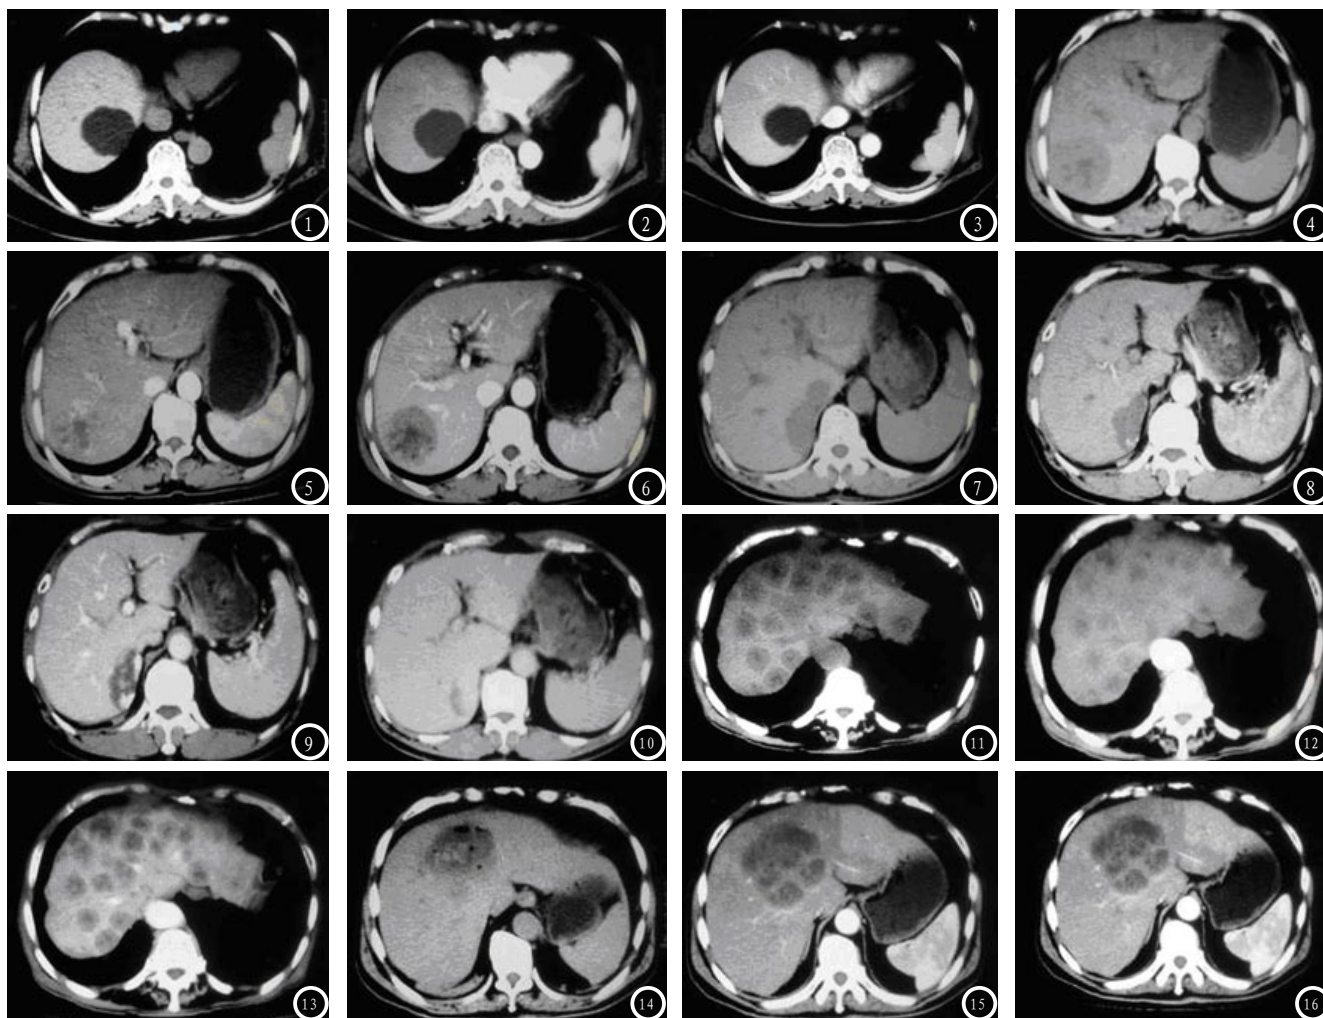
是肝囊肿，CT平扫呈类圆形低密度影，增强扫描各期均无强化。图1是平扫，图2是增强动脉期，图3是增强门静脉期。图4-6 是肝细胞癌，肝右叶CT平扫见类圆形低密度影，增强扫描动脉期见明显强化，门脉期密度减低，呈“快进快出”的强化特征。图4是平扫，图5是增强动脉期，图6是增强门静脉期。图7-10 是肝血管瘤，平扫肝右叶见一低密度影，增强扫描动脉期和门脉期边缘呈结节状强化，延迟期强化向病灶中心填充，呈“快进慢出”的强化特征。图7是平扫，图8是增强动脉期，图9是增强门静脉期，图10是延迟期。图11-14 是肝转移瘤，CT平扫肝内见多发圆形低密度影，增强扫描见病灶边缘强化呈“牛眼征”。图11是平扫，图12是增强动脉期，图13是增强门静脉期。图14-16 是肝脓肿，CT平扫肝内见一低密度影，病灶内可见气体，增强扫描病灶边缘及分隔明显强化。图14是平扫，图15是增强动脉期，图16是增强门静脉期。
